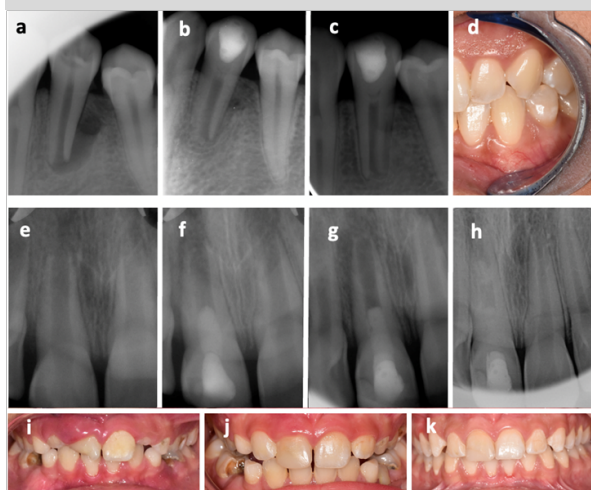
Images of Case 3/tooth number 34 (a-d) and Case 4/tooth number 11 (e-k). (a) The preoperative periapical radiograph of Case 3, (b) 12-month follow-up radiograph, (c) 3-year follow-up radiograph, (d) preoperative intraoral photograph of Case 3, (e) The preoperative periapical radiograph of Case 4, (f) 3-month follow-up radiograph, (g) 8-month follow-up radiograph, (h) 3-year follow-up radiograph, (i) preoperative intraoral photograph of Case 4, (j) 8-month follow-up photograph, (k) 3-year follow-up photograph
